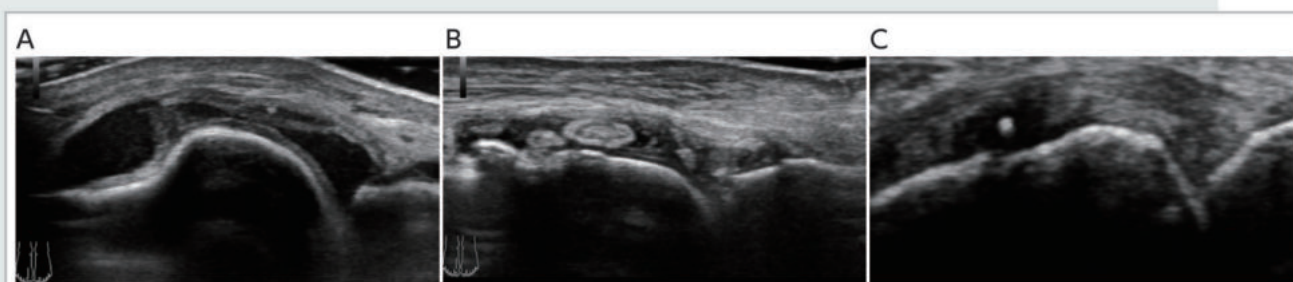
超音波検査による関節に沈着したMSU結晶所見
